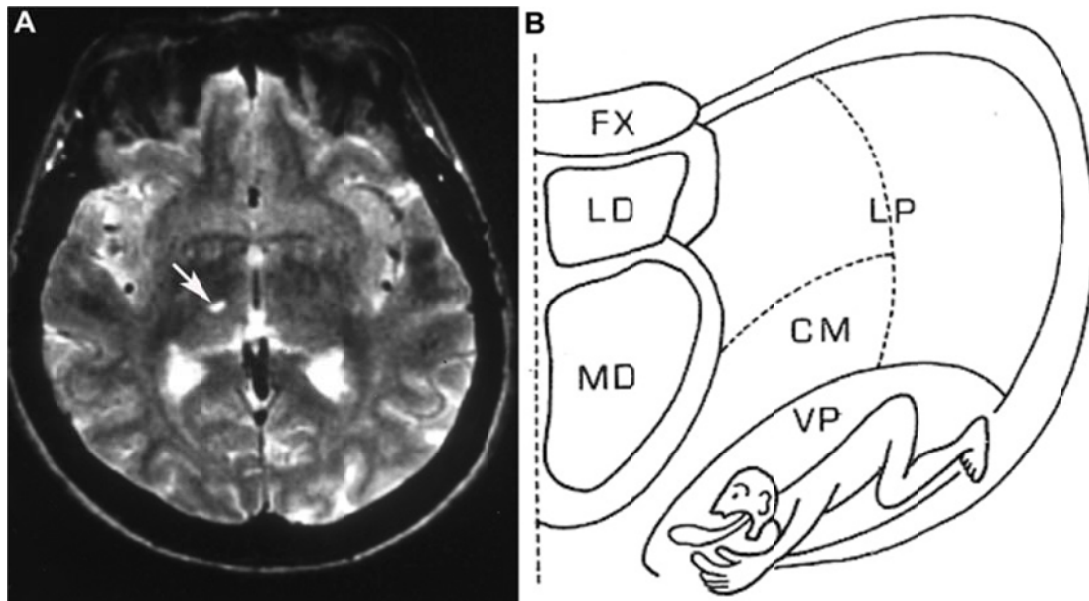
(A) Imagen RM ponderada en T2 que revela un infarto lacunar en el área correspondiente al núcleo ventral posterior derecho (flecha). (B) Representación omuncular en la sección coronal del núcleo ventral posterior. Adaptado de Ohye⁴²⁸. FX=fornix; LD= núcleo lateral dorsal; MD= núcleo medial dorsal; CM=núcleo centro mediano; VP=núcleo ventral posterior.
